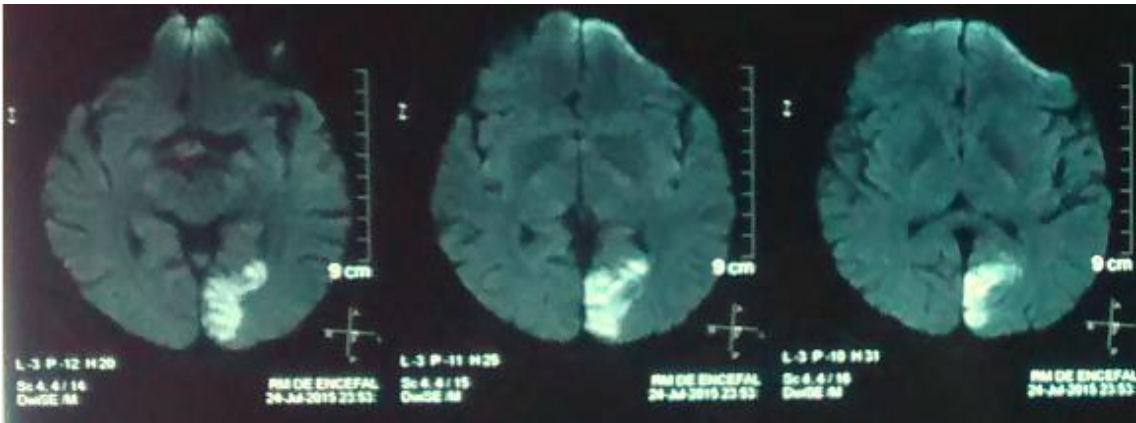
Ressonância Magnética de crânio revelando área de restrição à difusão no sulco calcarino à esquerda.
